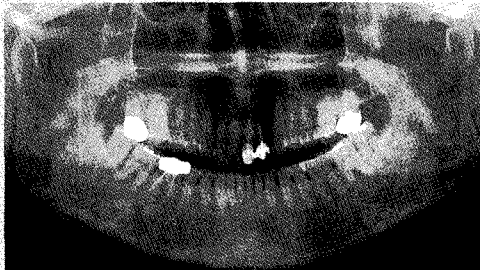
치근단낭. 상악좌측측절치 치근단 주위로 크기가 작은 경계가 명확한 방사선투과상이 관찰된다.
